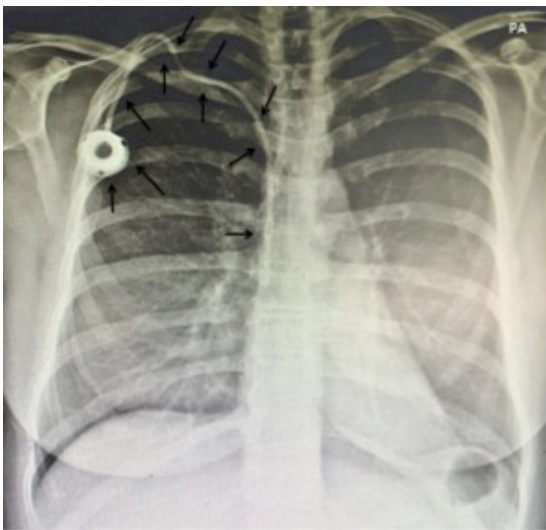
Chest X-ray taken after the procedure to remove the chemotherapy totally implantable venous access catheter that had migrated to the hepatic vein, showing the new port-a-cath fitted without complications. Explanatory Note: Arrows indicate that the new venous access port was implanted without complications; The posteroanterior (PA) chest view refers to the X-ray beams passing through the patient from posterior to anterior, with better evaluation of the structures closer to the ventral region.
